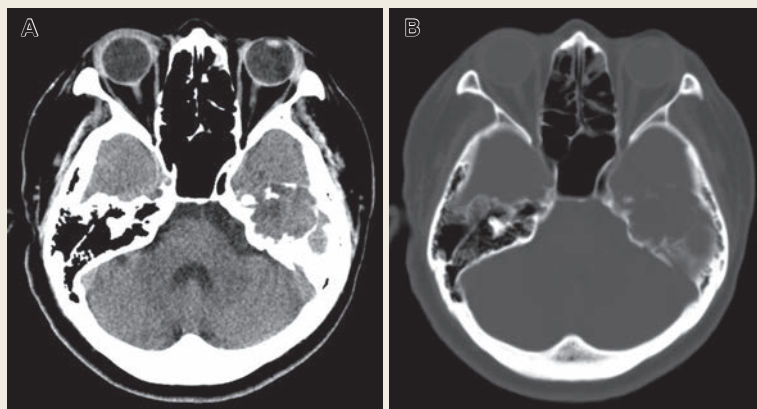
Preoperative computed tomography (CT) scan (A) demonstrating a hypodense or isodense lesion with regional calcification. Bone window setting CT scan (B) showing erosion of the petrous bone.
